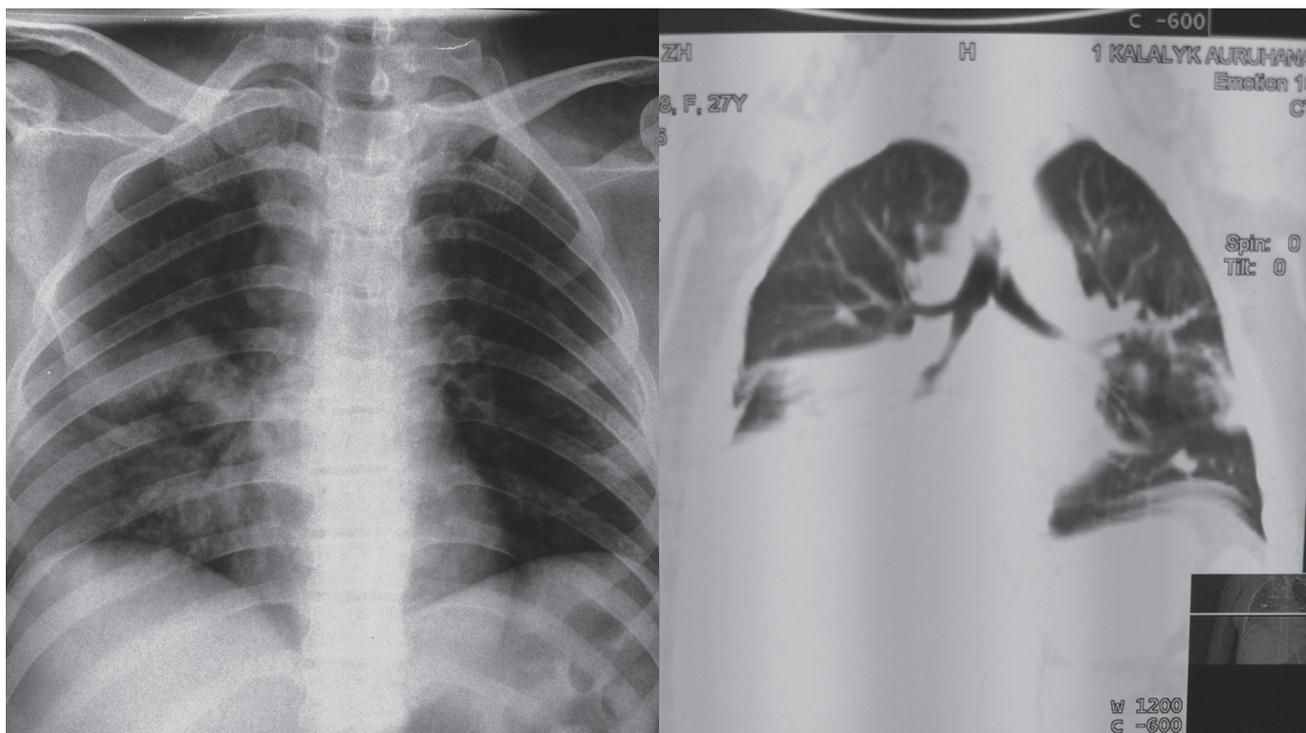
Рентген снимки больной А., 27 лет, от 28.10.2015 г. и КТ от 02.11.2015 г.
